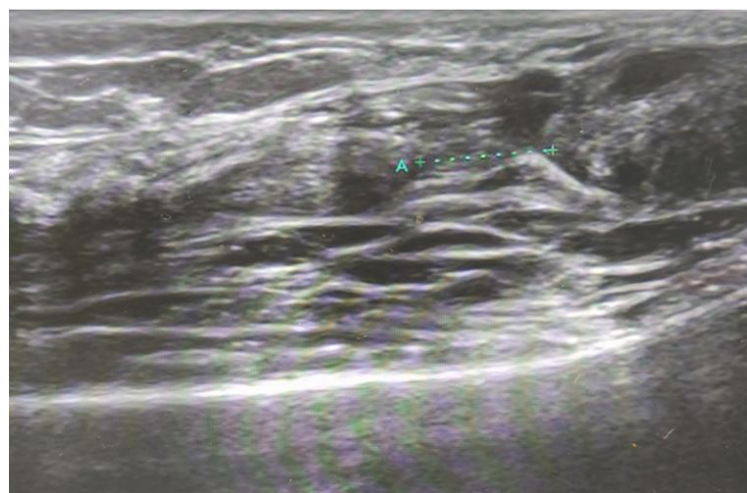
Imagen de ecografía donde se aprecia rotura completa reciente en tercio distal del tendón cuadriceps, con un gap de 9,7 mm entre los cabos (línea discontinua).
